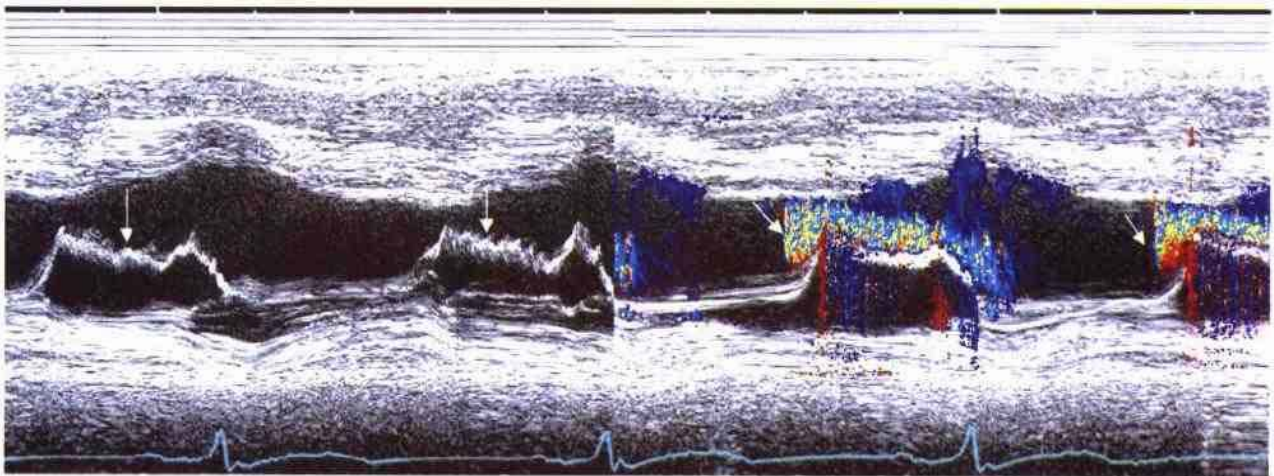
M型超声心动图上显示的二尖瓣高速扑动
